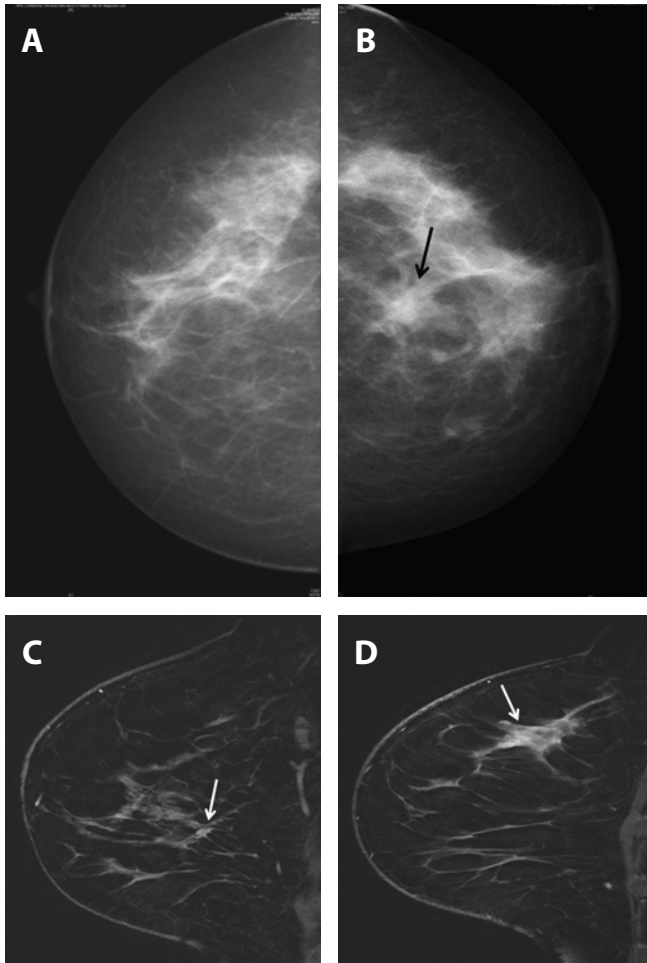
(A) Right mammogram (*craniocaudal view*) of a woman shows normal. (B) Left mammogram (*craniocaudal view*) of same woman shows ill-defined, speculated mass with biopsy-proven invasive lobular cancer. (C) Dynamic magnetic resonance image sagittal view (*right breast*) of same woman shows a tumour with biopsy-proven invasive lobular cancer. MRI identified a contralateral tumor in same woman that was not detected by mammography or by ultrasonography. (D) Dynamic magnetic resonance image sagittal view (*left breast*) of same woman shows ill-defined, speculated mass.
